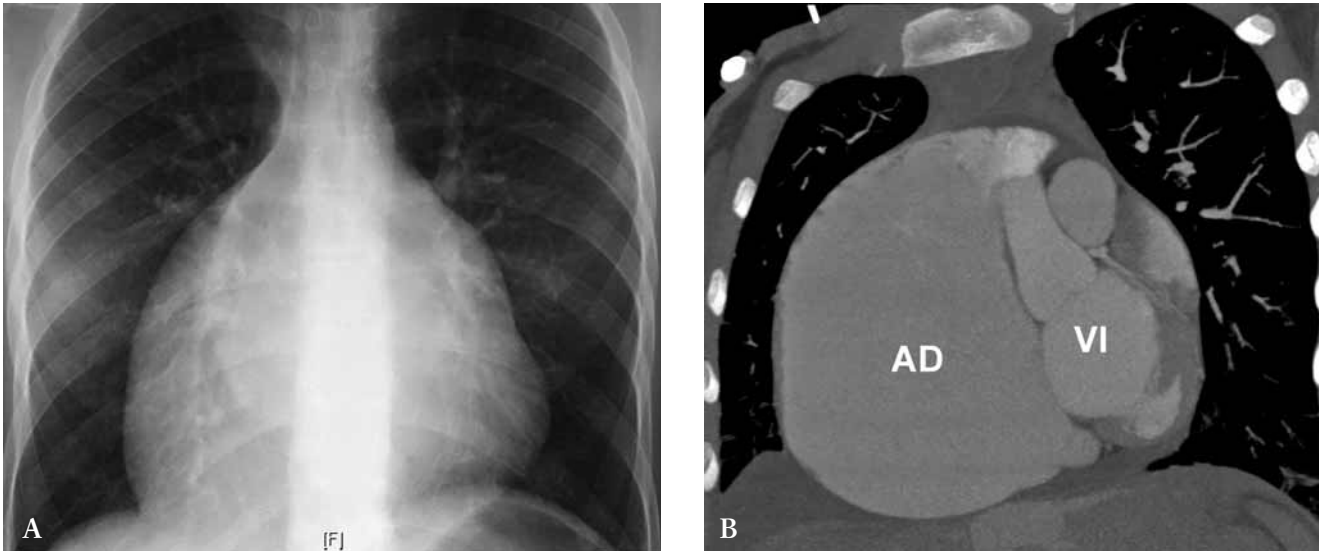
Miocardiopatía restrictiva idiopática. Edad: 12 años. A). Rx de tórax con aumento de cavidades derechas. B) Angio-TC muestra la gran dilatación de AD. AD: aurícula derecha; VI: ventrículo izquierdo.
